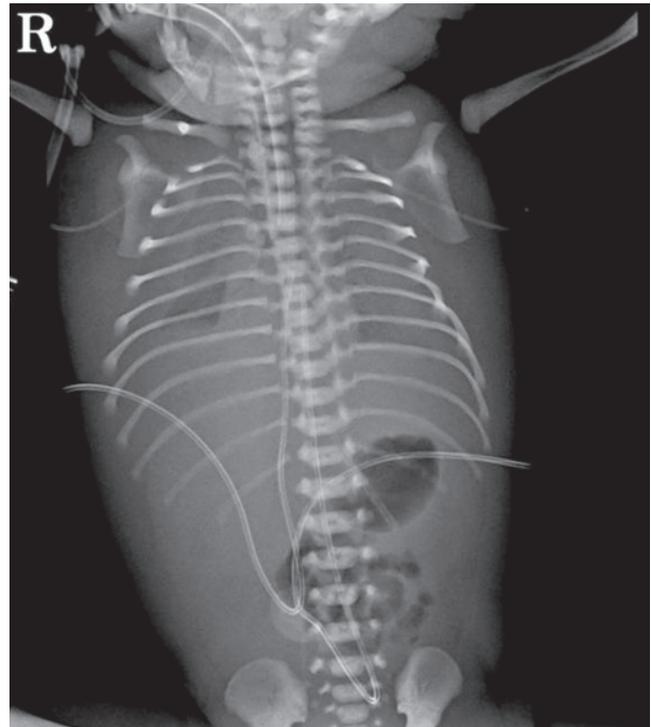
Chest X-ray image of the neonate at birth.
